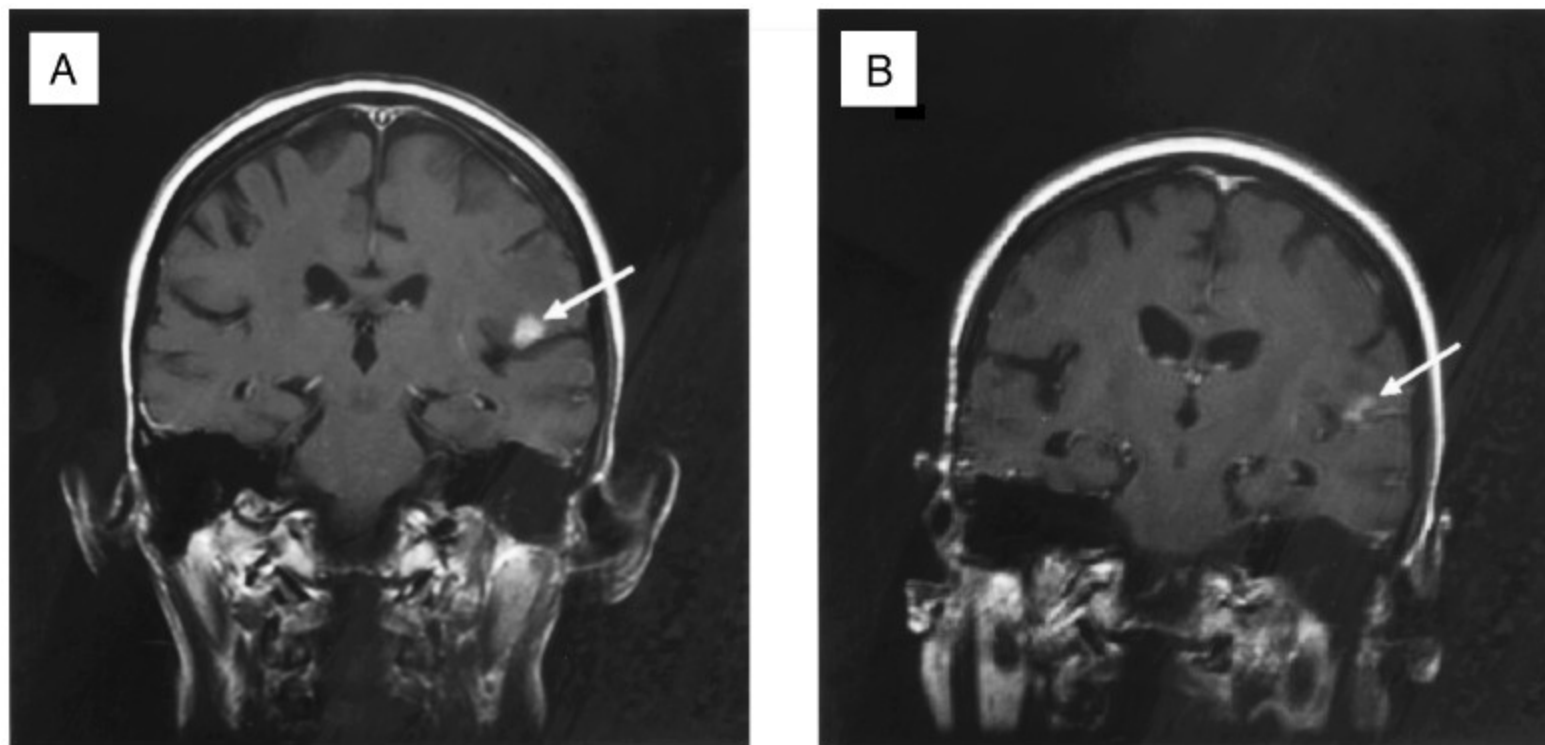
Coronal sections of a T1 weighted enhanced magnetic resonance imaging study of the brain. (A) Performed in October 2001, confirming recurrence of disease in the left parietal lobe (see arrow). This study preceded her most severe clinical state by 3 months. (B) Using the same scanning protocol, this study was performed in June 2002, demonstrating a decrease in the size of the enhancing lesion.
